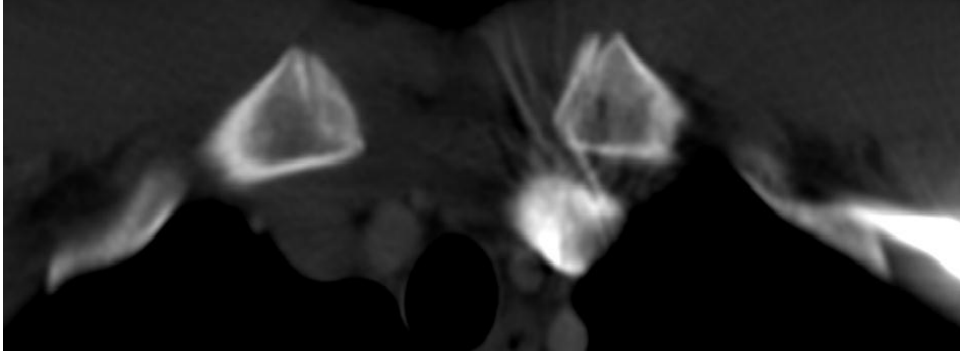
Aynı hastanın aksiyal kesitli BT görüntüsü.
